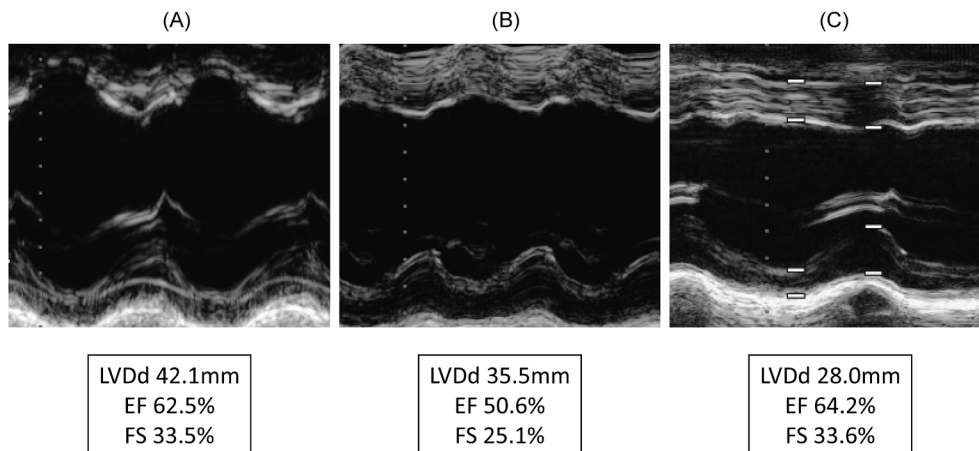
Change in M-mode echocardiography
